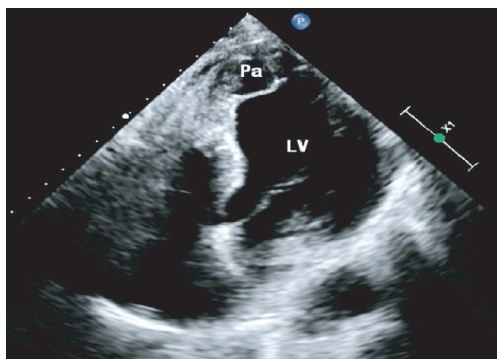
超声心动图示左室心尖部假性室壁瘤(LV:左室; Pa:假性室壁瘤)
